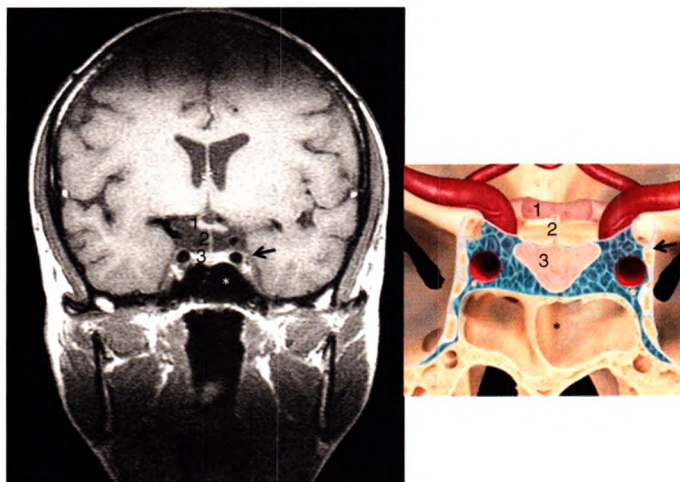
IRM en pondération T1, coupe coronale.
